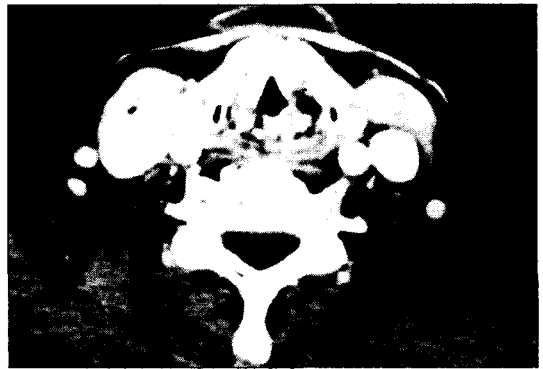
Axial CT scan of neck shows no definite abnormal findings.
